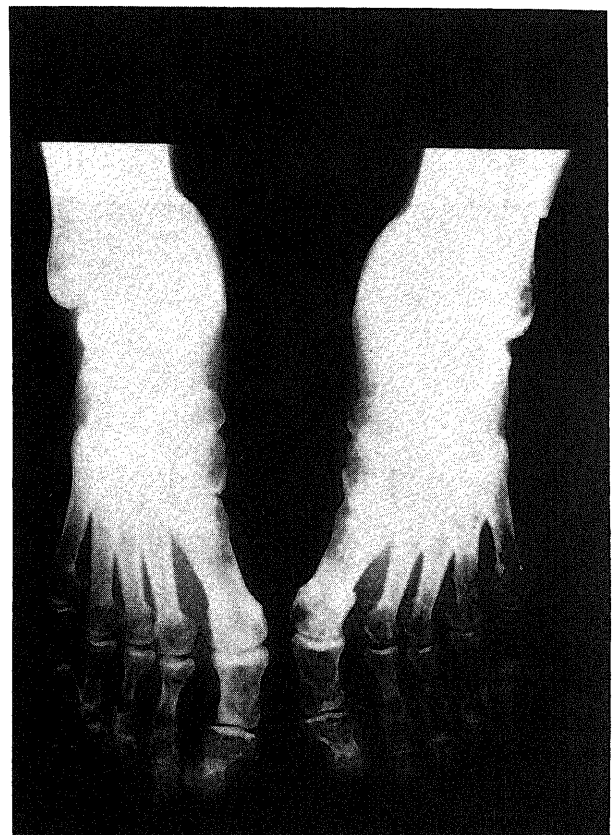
X-ray findings in patient 6. X-ray shows many transparent shadows in the bones.
